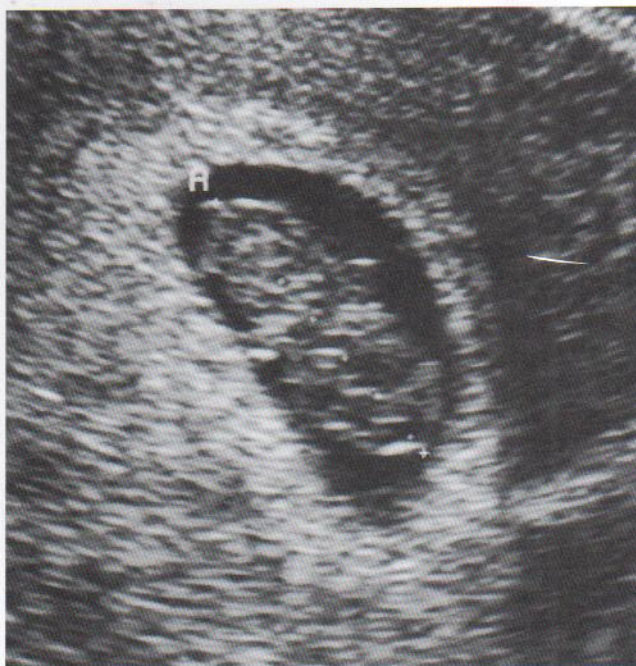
Ecografía de un feto a comienzos de la novena semana (eje largo) que muestra su relación con las cavidades amniótica y coriónica. A, amnios. (Cortesía del Dr. E. A. Lyons, Department of Radiology, University of Manitoba, Health Sciences Centre, Winnipeg, Manitoba, Canadá.)
